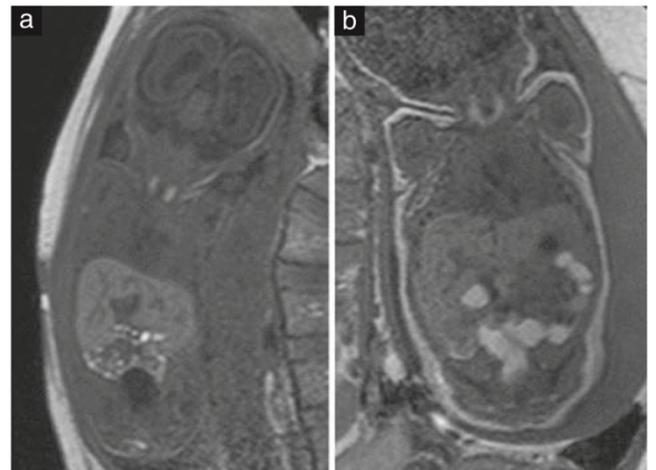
Imágenes coronales de resonancia magnética potenciada en T1 en un feto de 27 + 1 semana (a) y un feto de 38 + 3 semanas (b), que muestran la hiperintensidad de la glándula tiroidea y las asas intestinales llenas de meconio.
